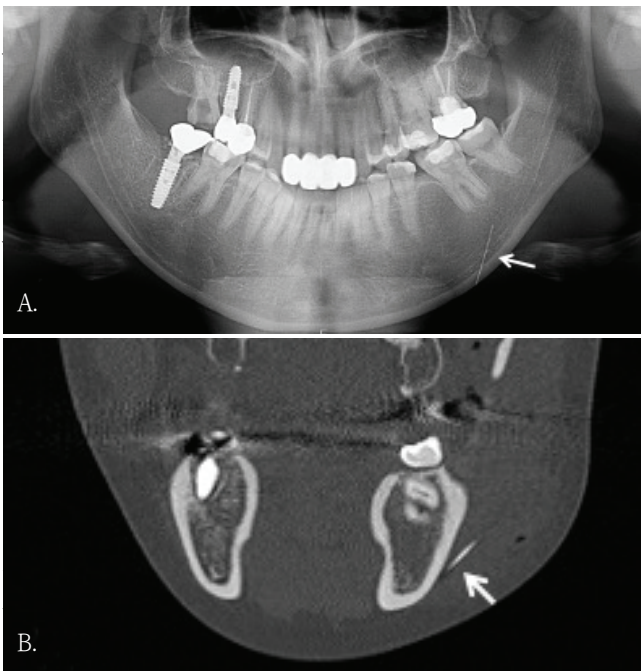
Panoramic radiograph shows a long, thin, linear radiopaque foreign body along the left mandibular body and inferior border (arrow). B. Coronal cone-beam computed tomographic (CBCT) image demonstrates that the linear radiopaque foreign body is located in the buccal soft tissue lateral to the mandible (arrow).
